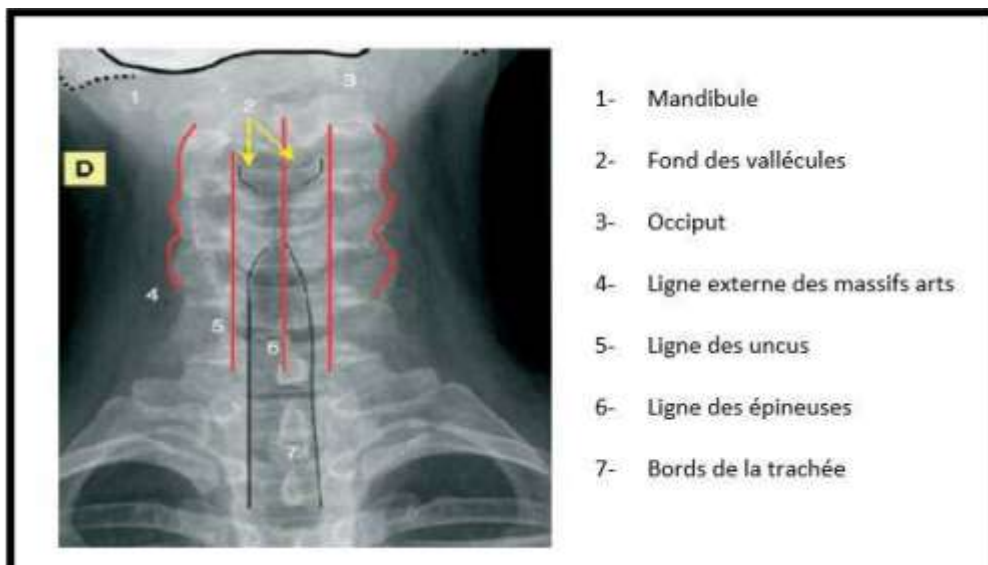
Radiographie cervicale de face. [23]
